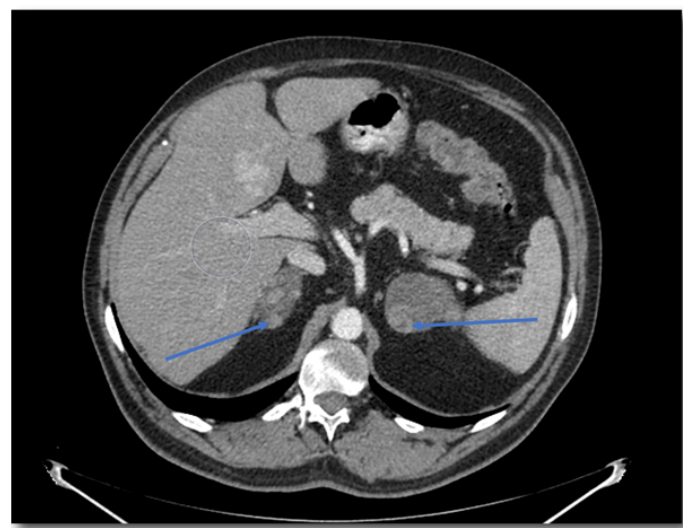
КТ надпочечников с контрастированием от 2020 г. Стрелками указаны объемные образования левого и правого надпочечников
